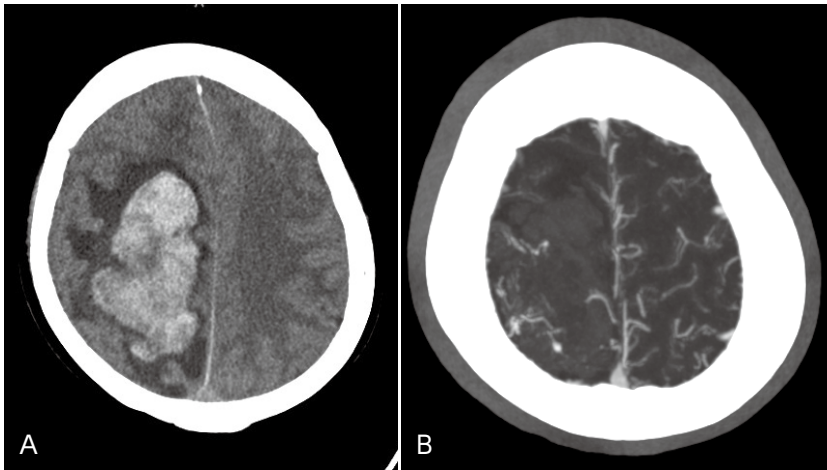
症例3 受診時 A: 単純 CT, B: 造影 CT
